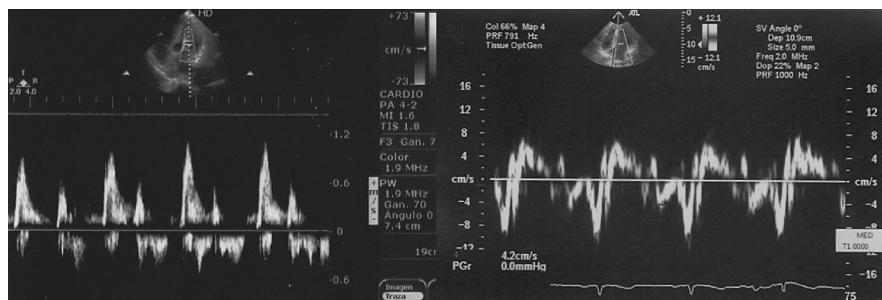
Doppler pulsado del flujo de llenado mitral (imagen de la izquierda) y doppler tisular del anillo mitral que muestra una onda E' reducida, lo que es compatible con alteración del llenado ventricular (imagen de la derecha).
